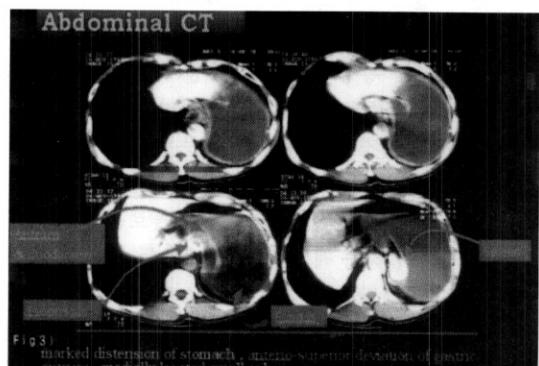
CT reveals marked distension of stomach , antero-superior deviation of gastric antrum andmedially located small spleen
